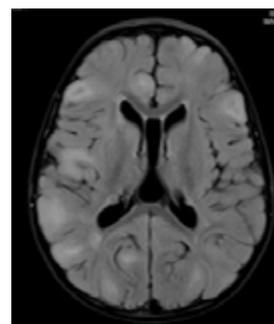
Resonancia Nuclear de Cerebro S/C. Corte axial, Secuencia Flair. Nódulos Subependimarios. Presencia de focos de hiperintensidad cortico/subcortical bihemisférica, asimétrica (Tubers Corticales).
